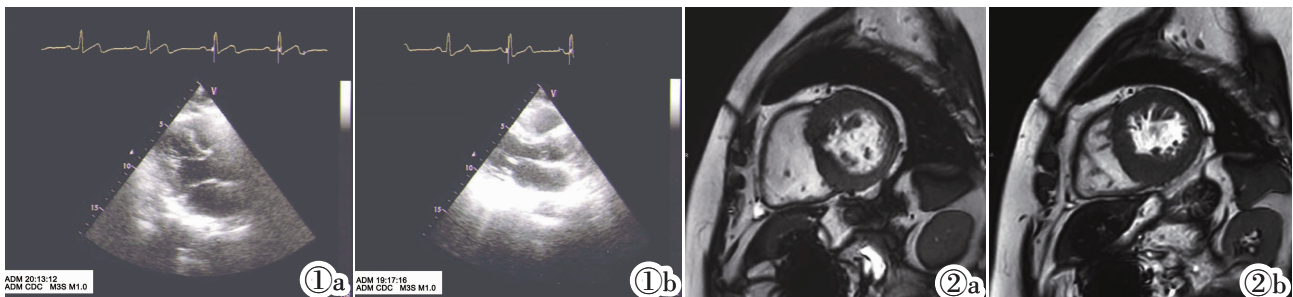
阳性组患者超声心动图结果。图 1b 阴性组患者超声心动图结果。图 2a 阳性组患者左心室短轴两腔心切面 CMR 结果。图 2b 阴性组患者左心室短轴两腔心切面 CMR 结果。
